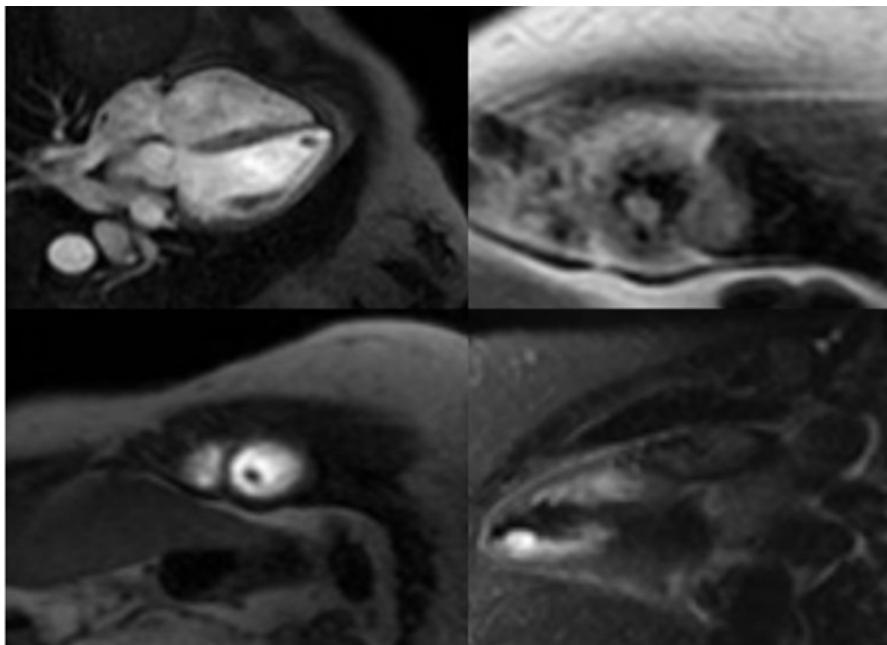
Ressonância cardíaca apresentando uma massa homogênea pedunculada no ápice do ventrículo esquerdo, medindo 1,0 x 0,8 cm, isointensa em T1 e T2, sem saturação de gordura, sem perfusão de primeira passagem, exibindo realce tardio periférico “em halo periférico”
